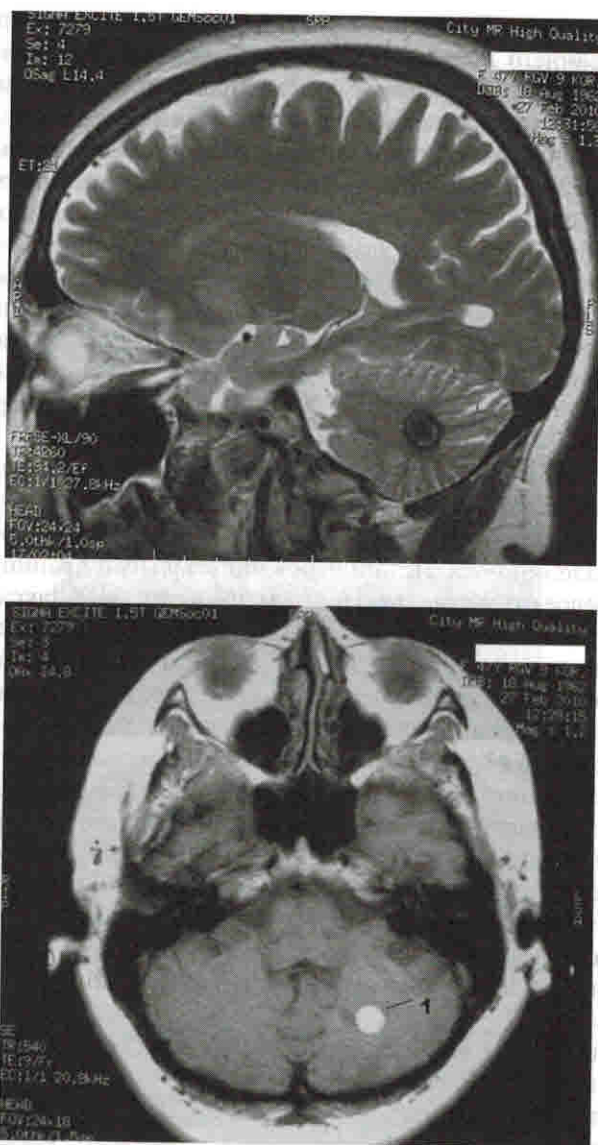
Кавернома левого полушария мозжечка. Сверху — сагиттальные сканы МРТ в T2-режиме, снизу — аксиальные сканы в T1-режиме
